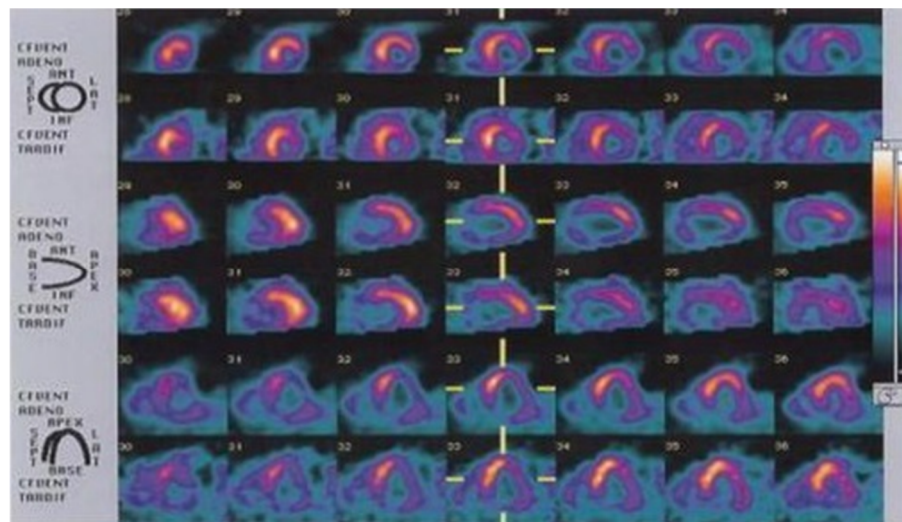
image d'une scintigraphie myocardique
